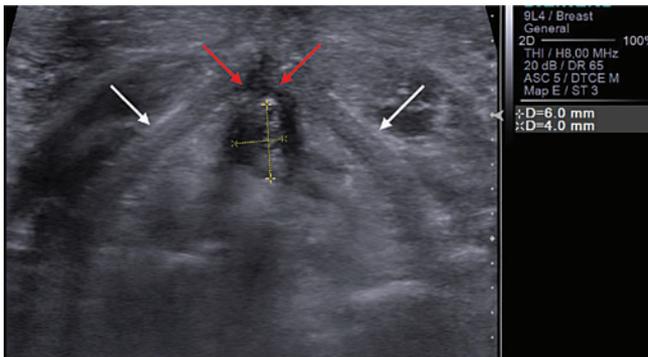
Ультразвуковая томограмма небольшой опухоли гортани в области комиссуры (красные стрелки), щитовидные хрящи (белые стрелки)
